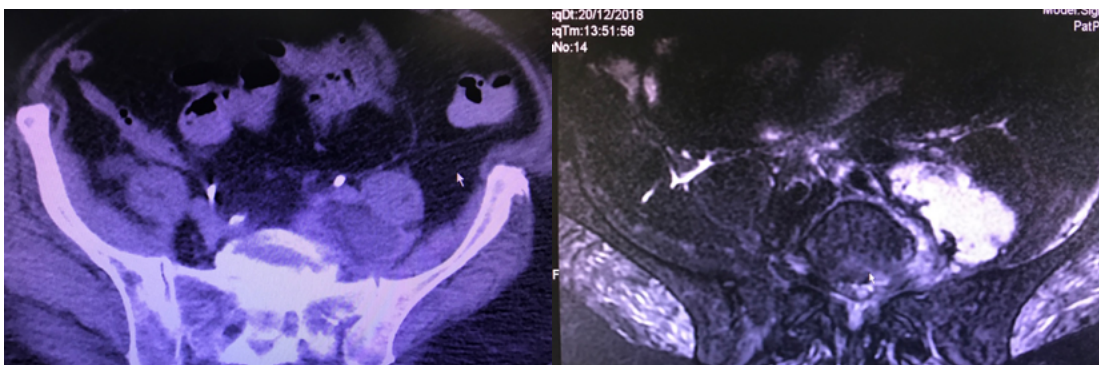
Absceso en psoasiliaco tras infección discógena, drenado mediante punción guiada por TAC
